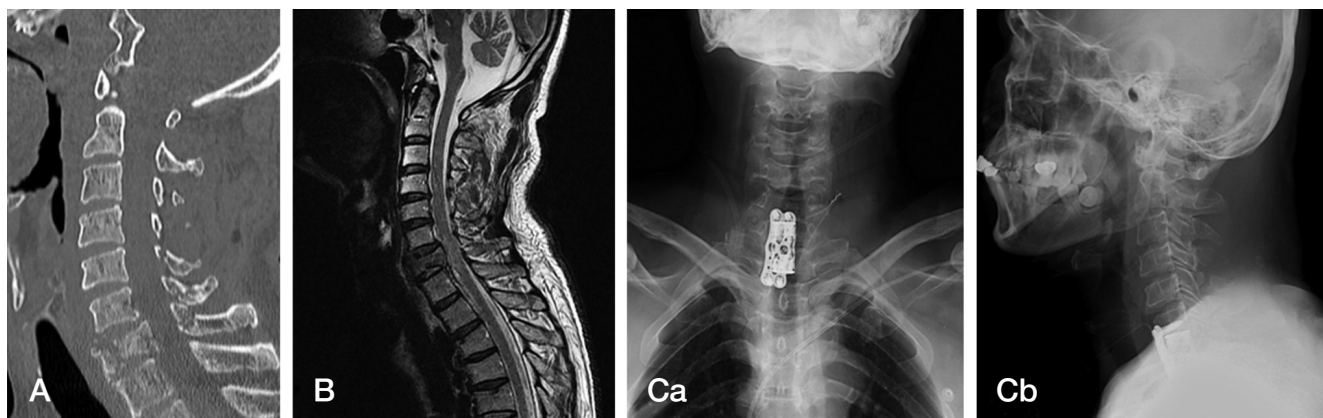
case 1; 53-year-old man with C7 fracture(Vertical compression injury) who become incomplete quadriplegia (Brown-Sequard syndrome) following fall down accident. Steroid administration was done, and operation was done after 24 hours because of pulmonary complication. Shows nerologic recovery (ASIA impairment scale B to D). (A) CT : C7 unstable fracture (B) MRI T2 : central high SI change (Ca, b) Anterior corpectomy C7 & Anterior interbody fusion C6-7.
